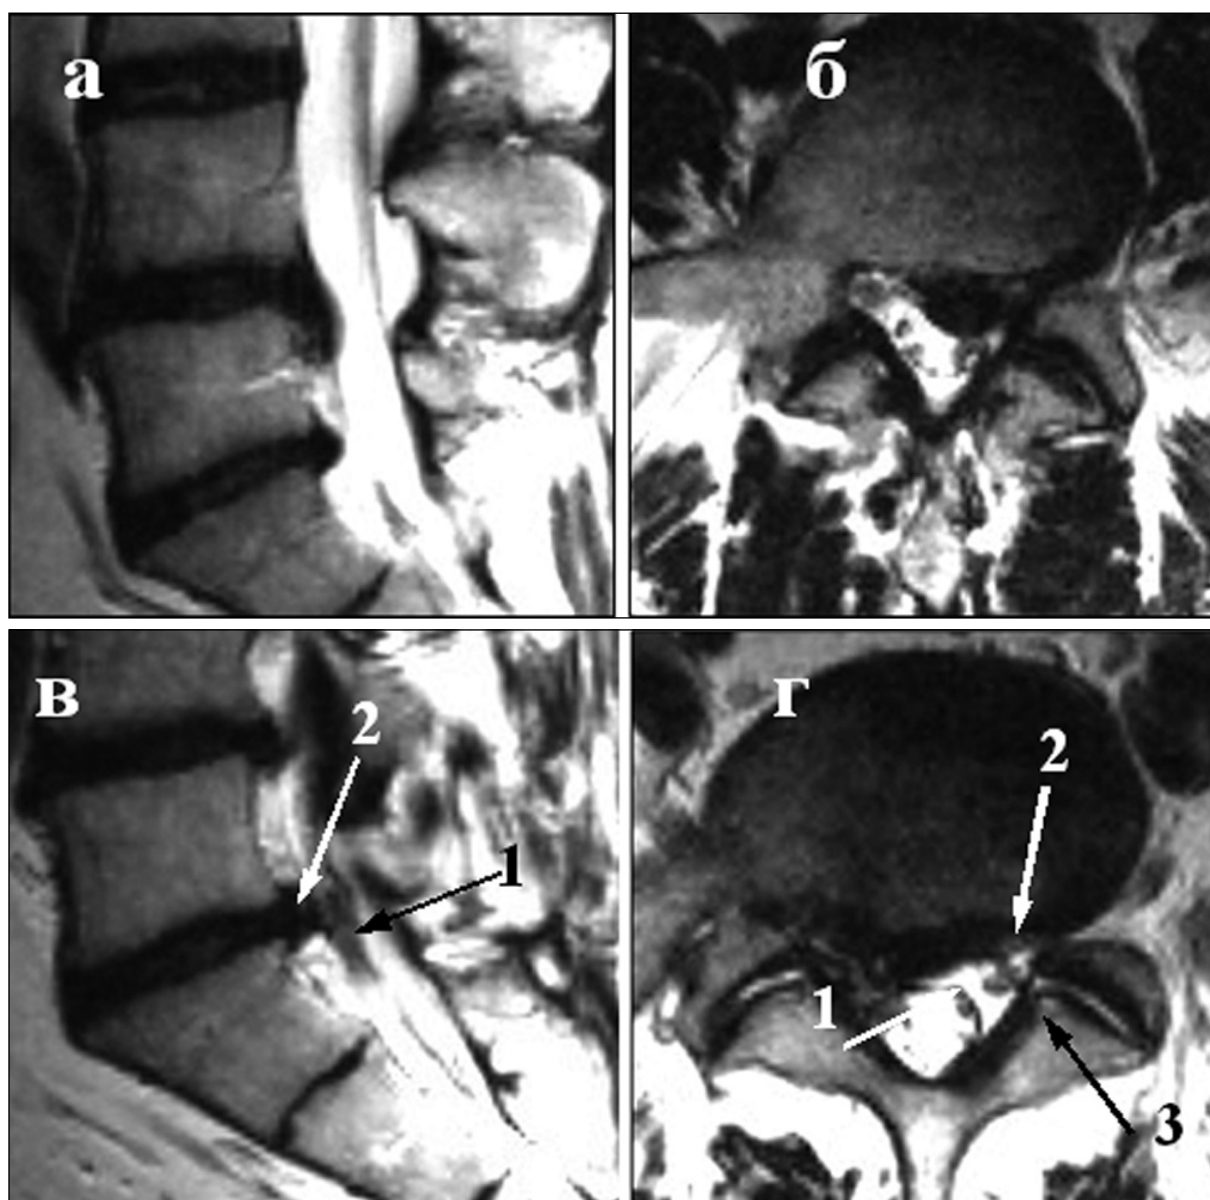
Случай № 3. После нового обострения. Обследование через ~ 4 года 3 месяца от первой МРТ:
